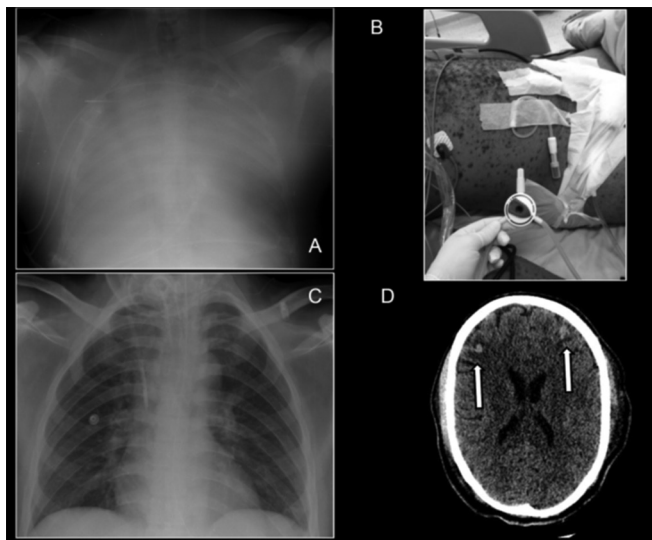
Imagens torácicas e do sistema nervoso central. (A) Radiografia do tórax após canulação para oxigenação por membrana extracorpórea. (B) Aspecto cutâneo do paciente. (C) Radiografia do tórax no dia da alta da unidade de terapia intensiva. (D) Tomografia do sistema nervoso central; as setas indicam dois dos múltiplos focos de sangramento.
